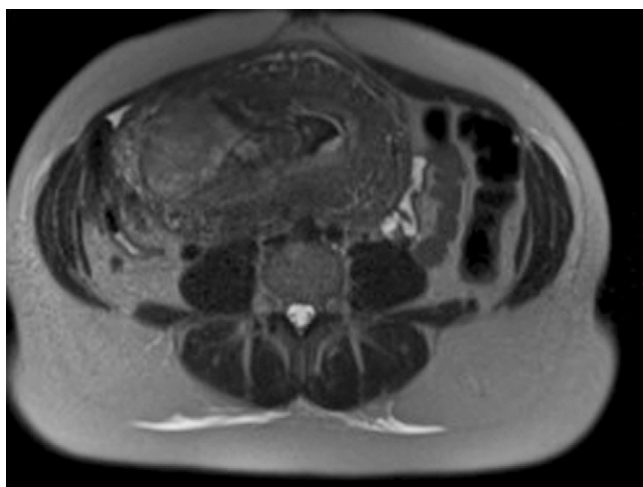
La imagen de resonancia magnética muestra la invasión placentaria del miometrio.
